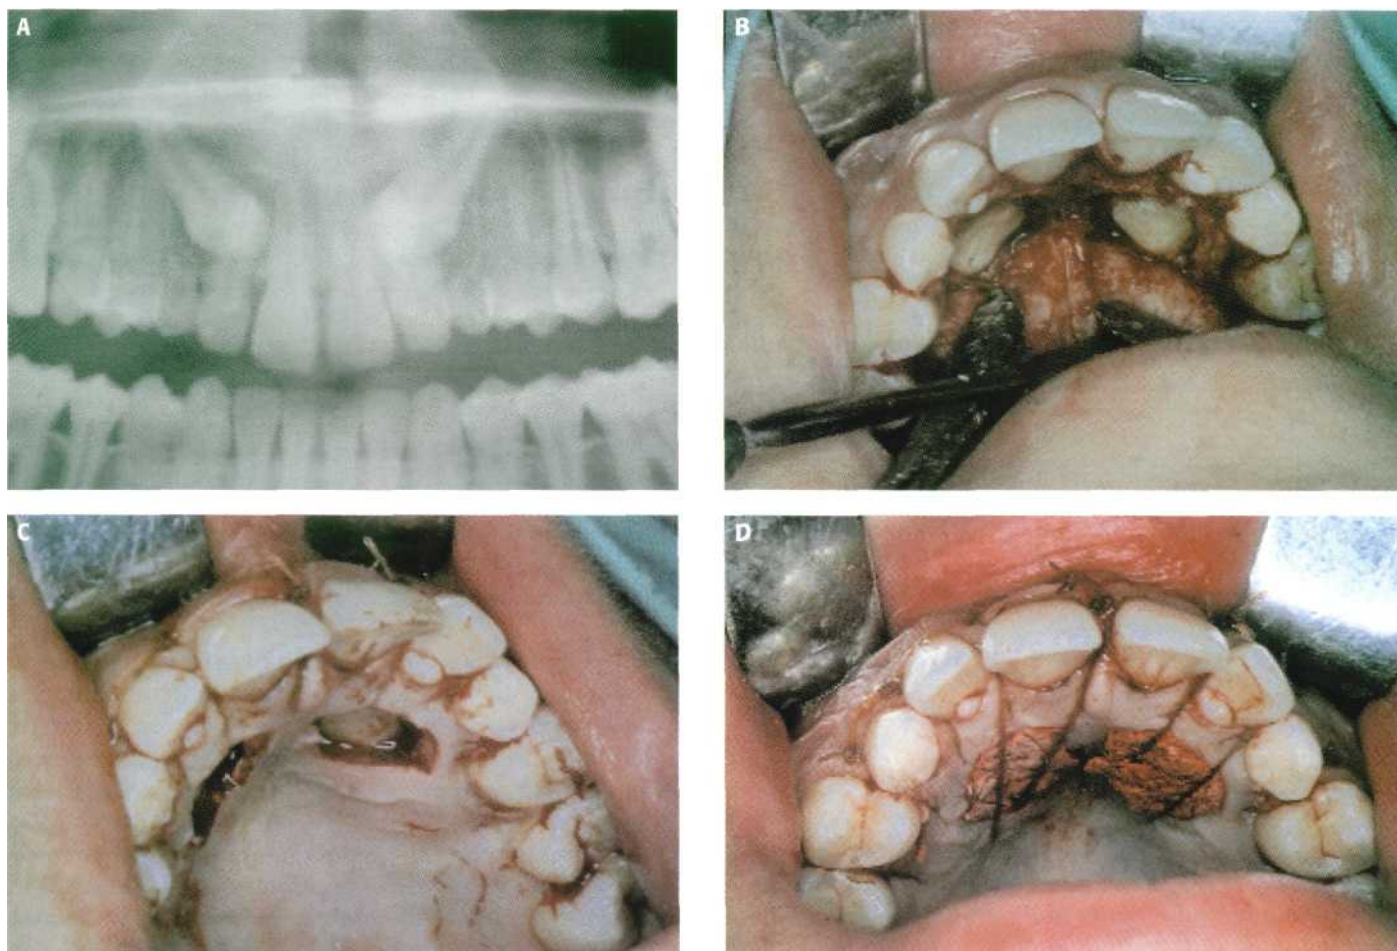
Caninos superiores incluidos por palatino. (A) Detalle de la ortopantomografía. (B) Colgajo envolvente palatino y osteotomía que nos deja ver las coronas de los dos caninos. (C) Sutura del colgajo palatino con puntos sueltos en 8 y resección de la fibromucosa que permite ver adecuadamente las coronas dentarias. (D) Colocamos cemento quirúrgico sujetado con puntos de sutura.
